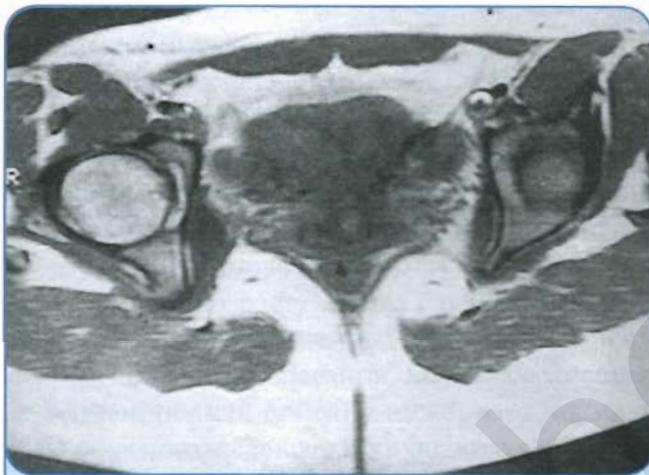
МРТ. Определяется одно влагалище, одна шейка матки, две полости матки
